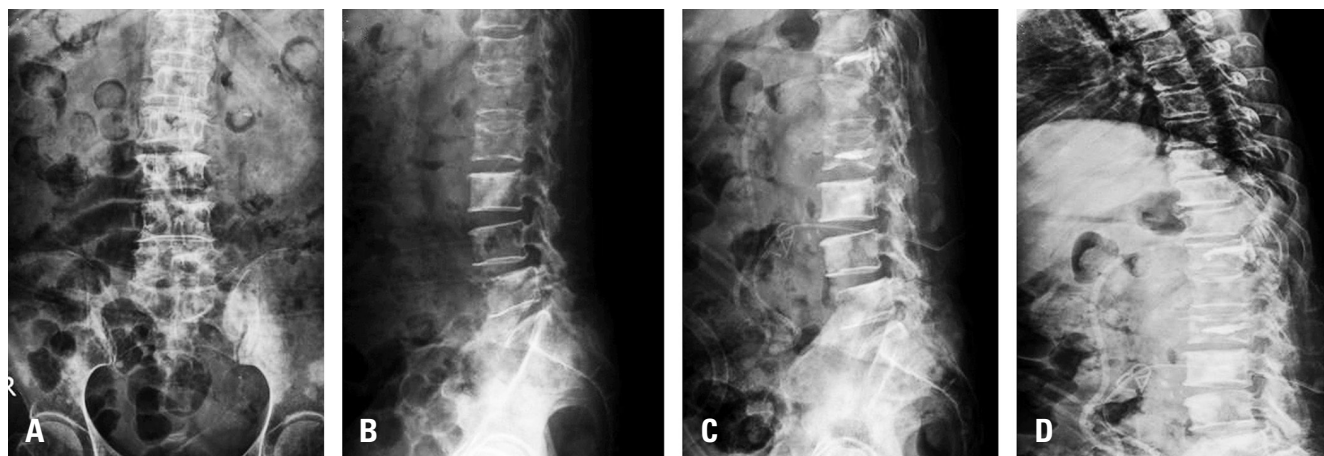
Preoperative (A, B) and postoperative (C, D) anteroposterior (A) and lateral (B, C, D) radiographs of a 72-year-old female treated by radiofrequency ablation with vertebroplasty for urothelial cell carcinoma spine bone metastasis at T12, L2, L3, and L5 with an osteoblastic lesion. Leakage of bone cement into the intracanal and intraforaminal space (C, D) was noted, so T12/L1 partial laminectomy for decompression was performed just after the procedure.
